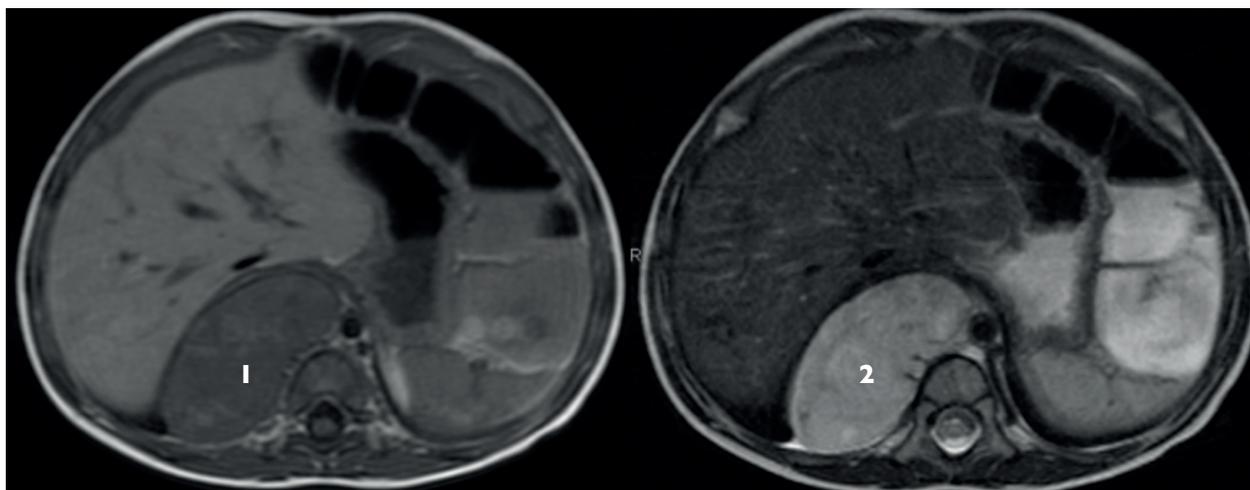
Corte transversal de resonancia magnética abdominal que muestra masa paravertebral derecha retroperitoneal, hipointensa en T1 (número 1) e hiperintensa en T2 (número 2).
